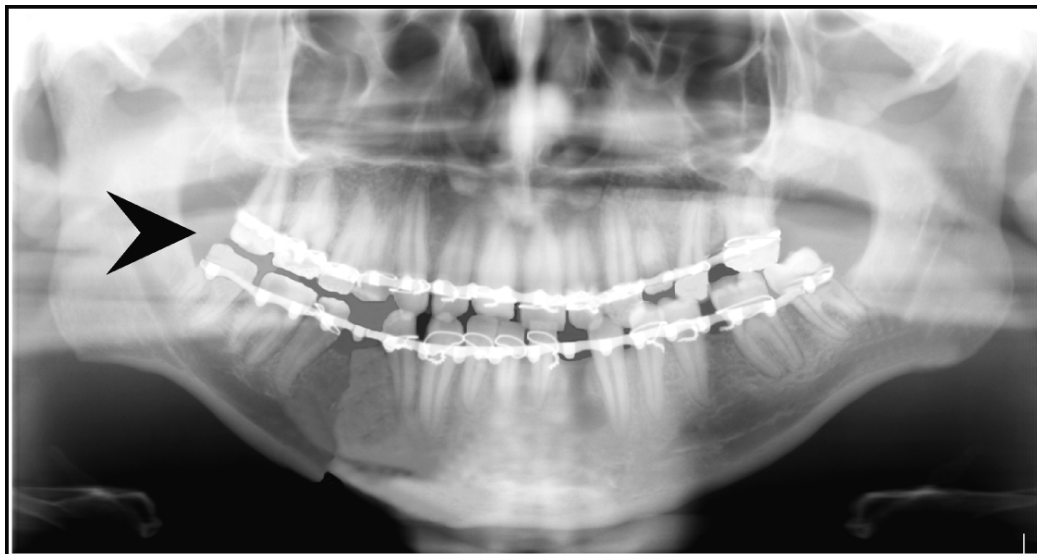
Ортопантомограма хворого Е., 29 років, після накладення стандартних стрічкових шин
